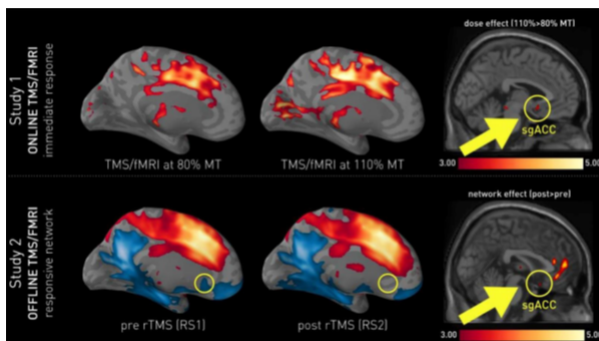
Resonancia magnética funcional (fMRI) para evaluar la terapia magnética transcraneal (TMS) (27).
